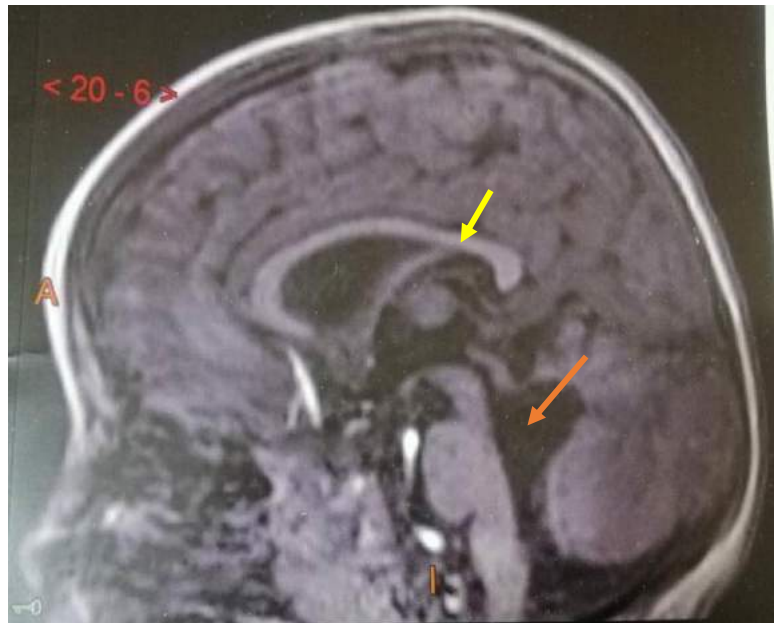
IRM cérébrale montrant l'élargissement du V4 (flèche orange) et un amincissement du corps calleux (flèche jaune)
